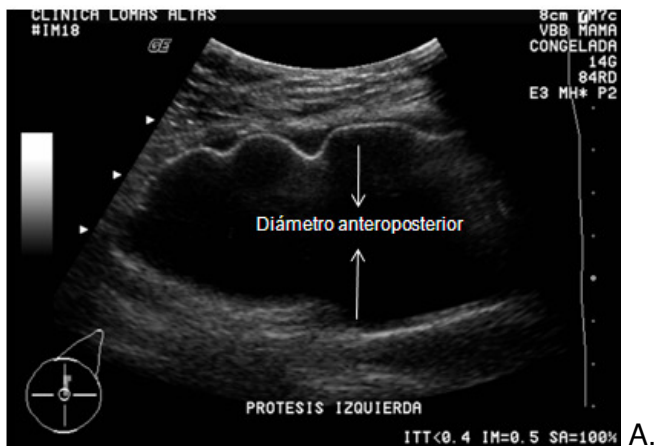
A. Imagen ultrasonográfica obtenida con un transductor convexo de 5 a 7 MHz; debido a la contractura de la cápsula del implante (flechas) el diámetro anteroposterior del implante es mayor y por lo tanto es difícil evaluar el borde posterior del mismo con un transductor lineal.
